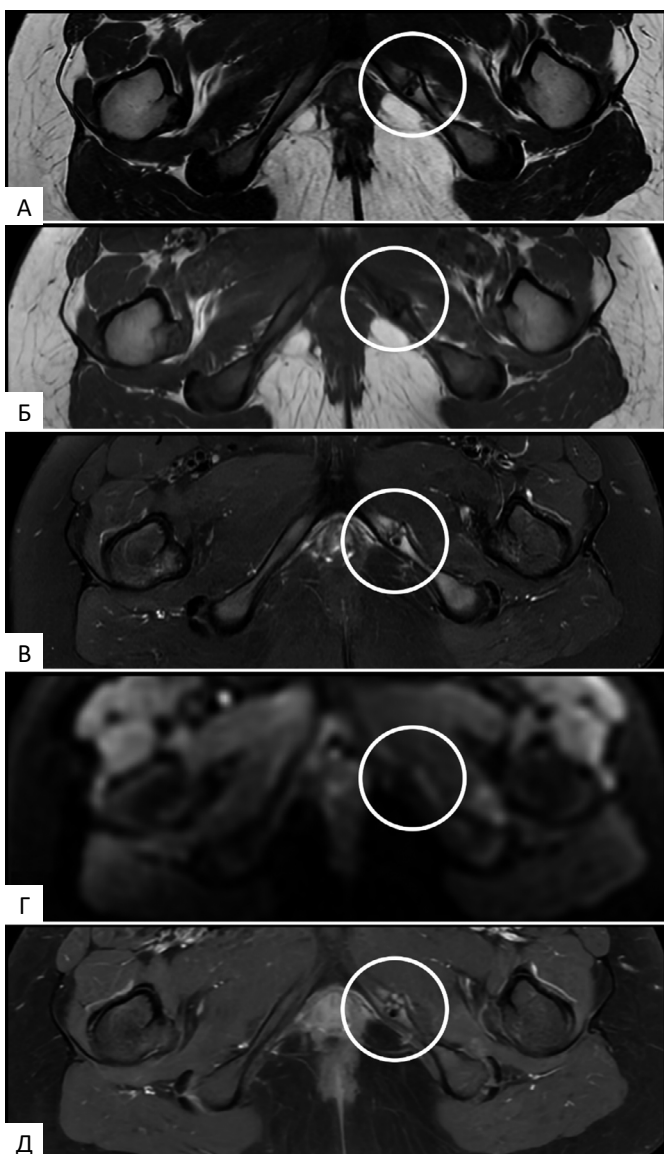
МРТ. А — T_2 -ВИ — сохранение левого седалищно-лонного синхондроза в отличие от контралатеральной стороны, утолщение прилежащих отделов костей, невыраженное повышение МР-сигнала (круг); Б — T_1 -ВИ — снижение МР-сигнала в области изменений (круг); В — T_2 -ВИ с жироподавлением — повышение МР-сигнала, что свидетельствует об отеке костного мозга, следует обратить внимание на некоторое повышение интенсивности сигнала со стороны прилежащих мягких тканей, что также свидетельствует о наличии отека. Участок «выпадения» сигнала соответствует включению газа; Г — ДВИ — отсутствие явного ограничения диффузии молекул воды в области интереса; Д — T_1 -ВИ с жироподавлением и контрастным усилением — невыраженное накопление контрастного вещества (гадотеровая кислота)
